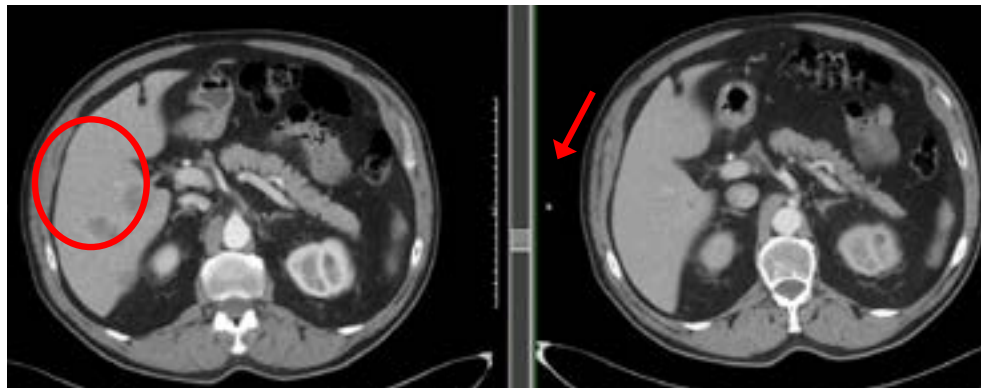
Respuesta parcial mayor de metástasis hepáticas (TC 06/2021 vs TC 02/2022)
